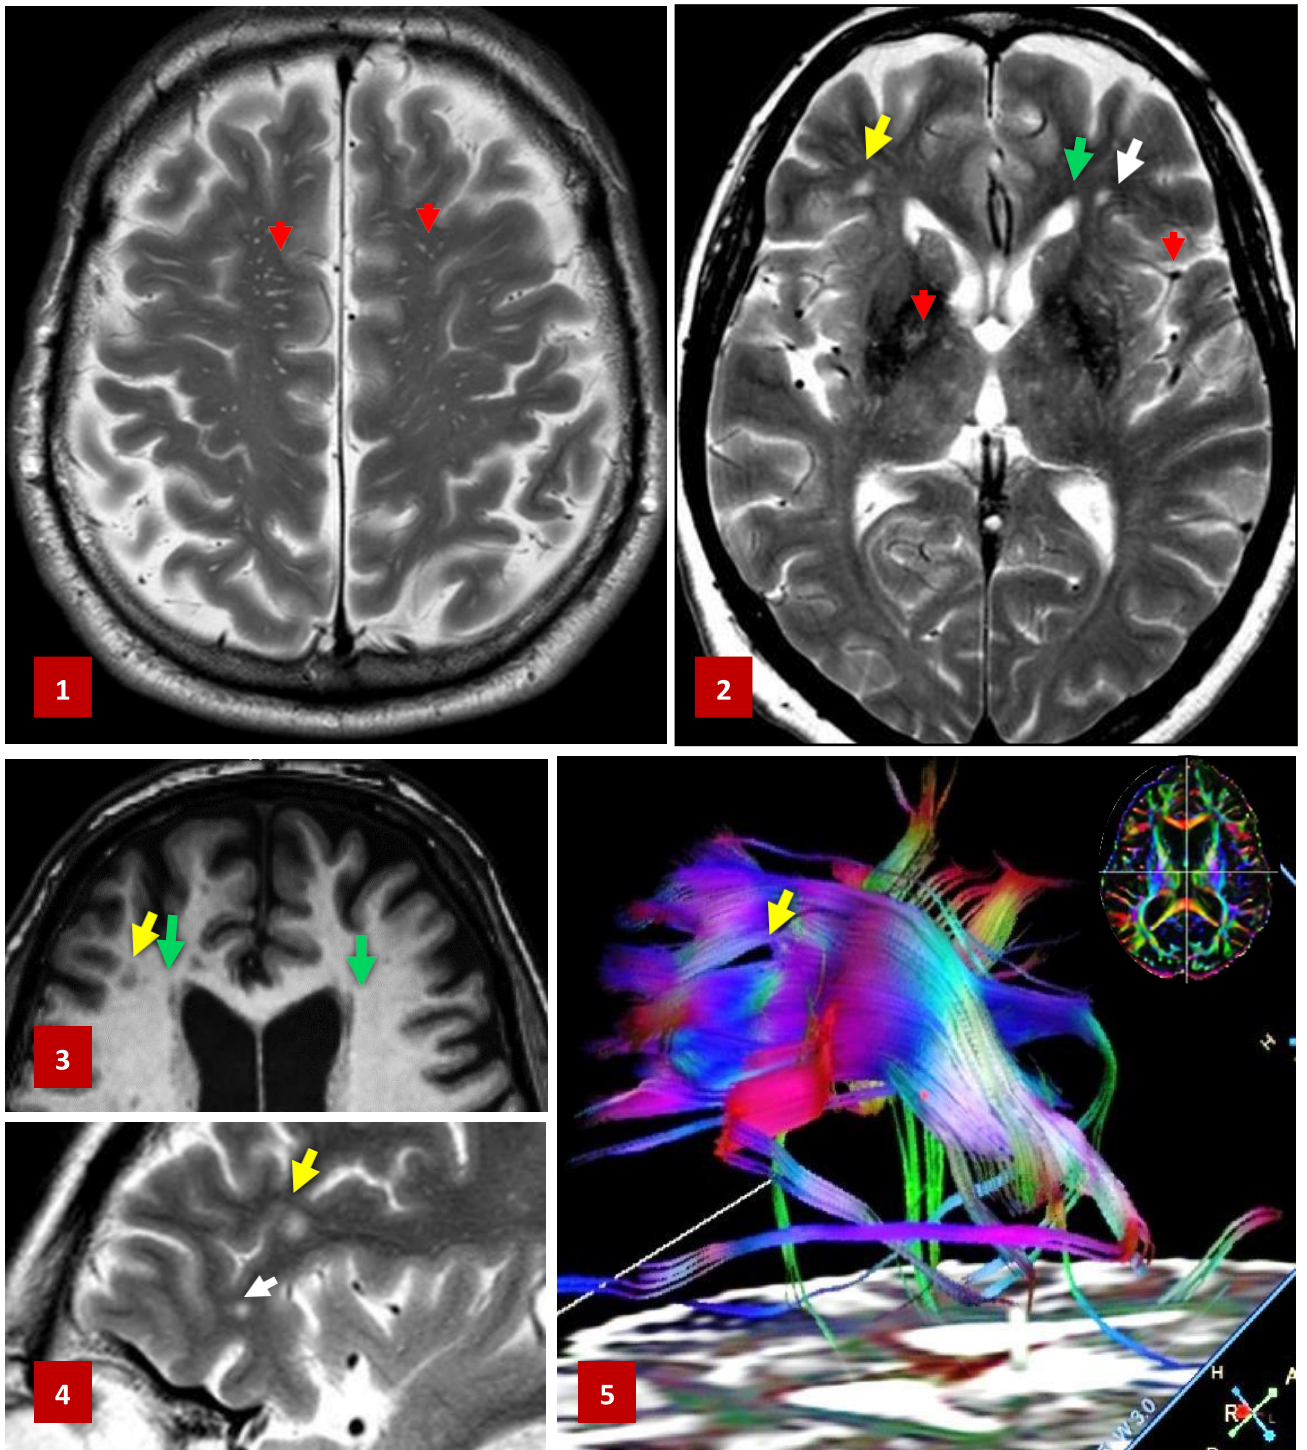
Мультипараметрична МРТ (пацієнт Л., 61 р.) хворого на ЦХМС і ЦД2: не розширені (до 3 мм) ПВП (1,2,4 - червоні стрілки); розширений, з нечітким контуром ПВП (2,4 - білі стрілки); ГІПВГБГМ (2,3 – зелені стрілки); ГІБГБГМ (2,3,4 – жовта стрілка); ДТІ – трактографія (5) - обрив волокон переднього променистого вінця на рівні гіперінтенсивного осередку в правій префронтальній ділянці (жовта стрілка).
